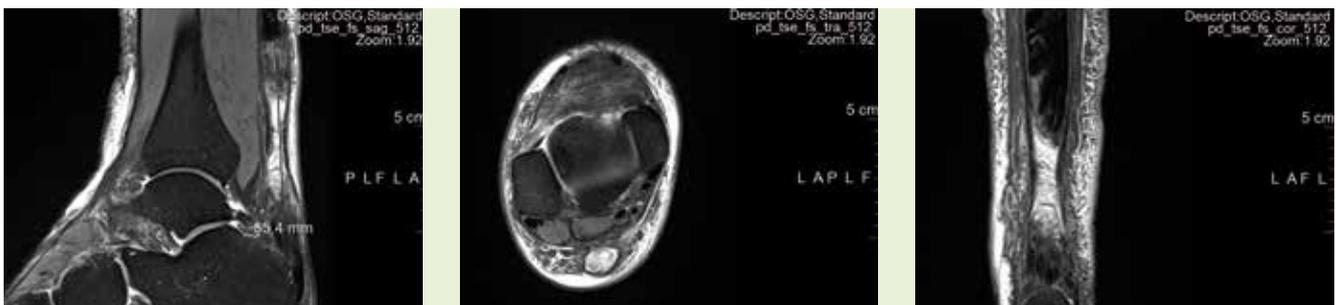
Die MRT zeigte eine langstreckige (sub-)totale Ruptur der Achillessehne über eine Strecke von >6 cm mit mukoider Degeneration, zentral mit Einblutungen und Flüssigkeitsansammlung. Der distale Sehnenstumpf stellte sich ödematös faserig aufgetrieben dar bis zum calcanearen Ansatz. Knöcherner Verletzungen zeigten sich nicht.
